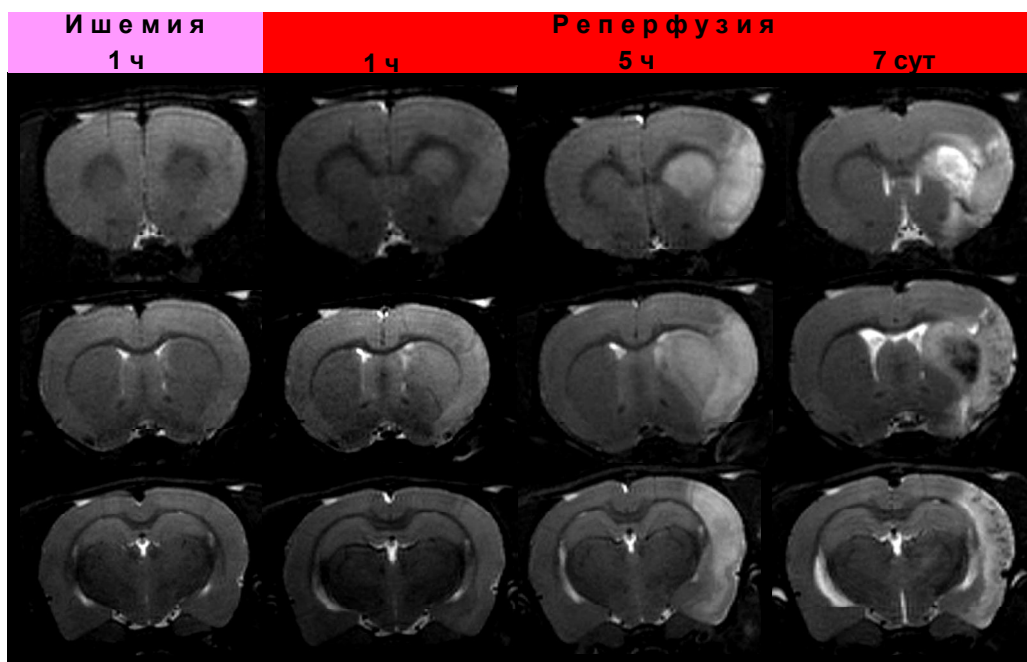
Динамика формирования фокального ишемического очага. На рисунке представлены МР-изображения трех одинаковых срезов репрезентативного мозга, сделанных для разных областей мозга. А – диффузионно-взвешенное изображение; Б – T2 взвешенное изображение.
